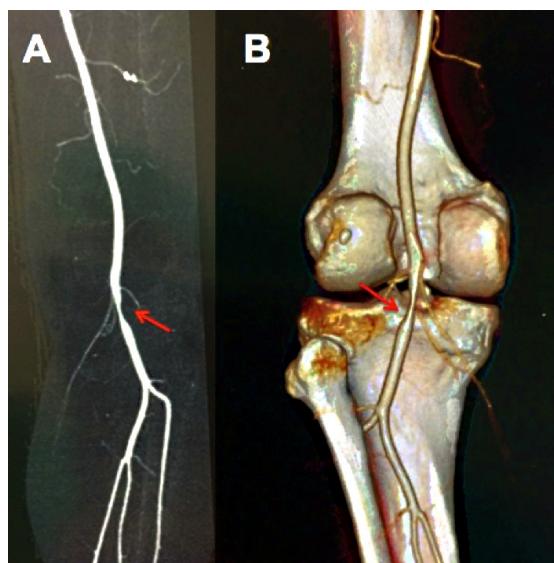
Reconstructed angiotomography images showing stenosis caused by the cyst in anterior (A) and posterior (B) views.
